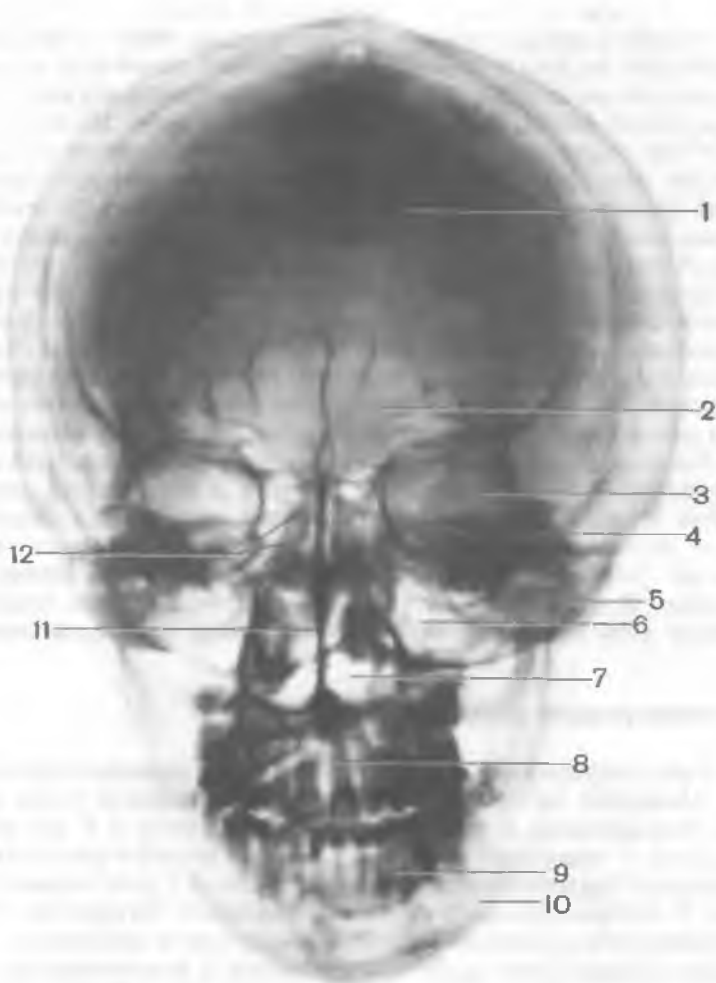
Рентгенограмма черепа взрослого человека; вид спереди (передняя проекция).
